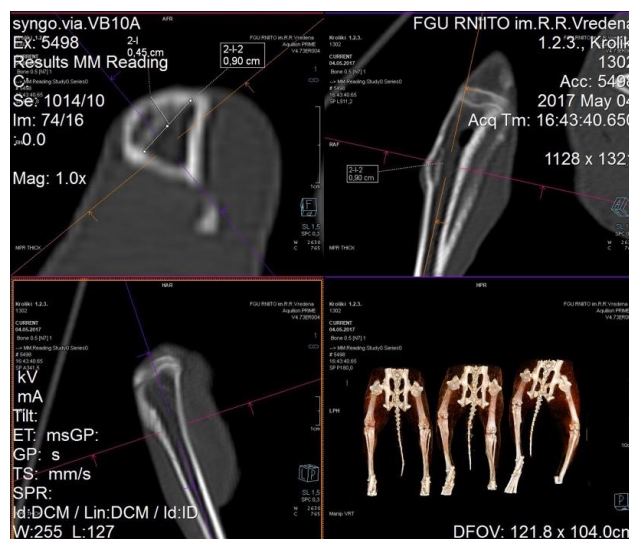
Мультиспиральная компьютерная томография дефекта проксимального метаэпифиза большеберцовой кости кролика. Опытная группа, 90-е сутки наблюдения
